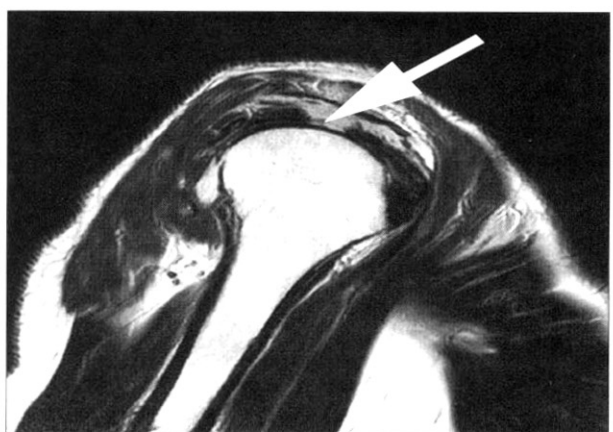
MRI shows complete tearing of right supraspinatus muscle.
